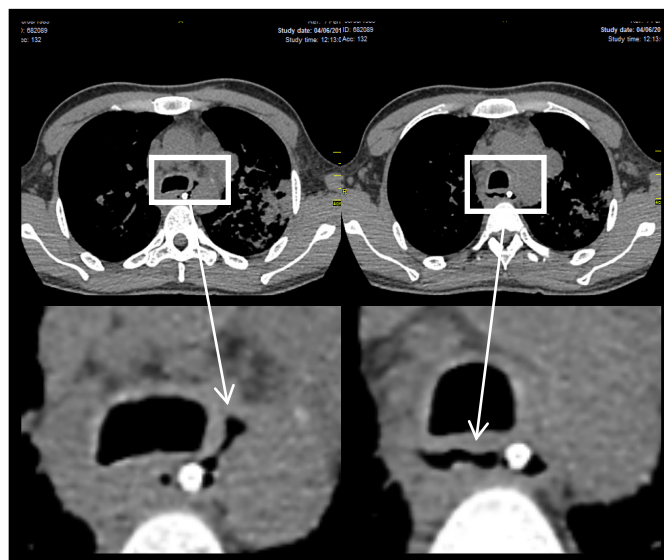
A e B - Tomografia computadorizada de tórax exibindo o esôfago contendo em seu interior o cateter nasoentérico, em destaque. Os pulmões apresentam condensação do parênquima e múltiplas lesões nodulares. C e D - Pormenores das figuras A e B respectivamente. Dentro do esôfago é possível observar a presença do cateter nasoentérico. Apesar de mal definido, as setas mostram possíveis trajetos fistulosos
